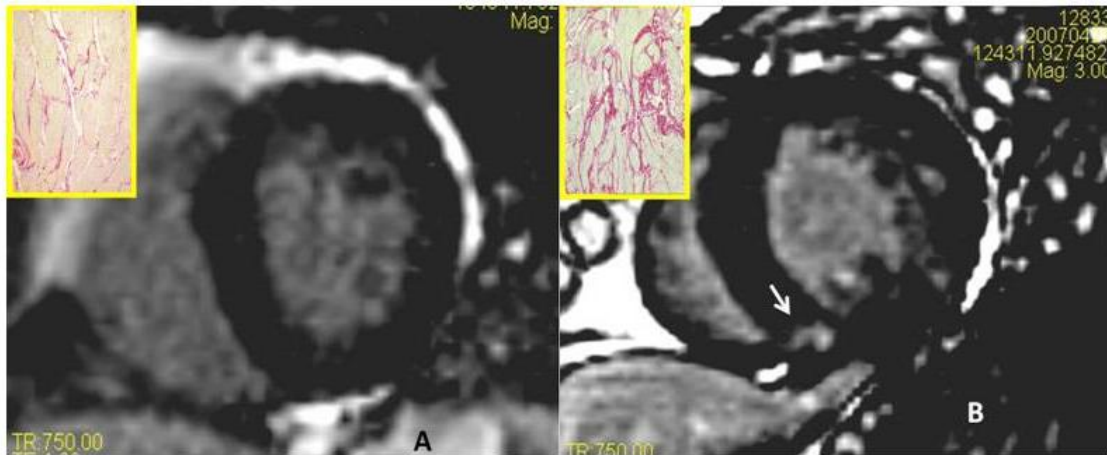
Imágenes representativas del estudio histomorfológico y de resonancia magnética cardiovascular de dos pacientes con estenosis aórtica, uno sin (A) y otro con áreas de realce tardío (B) con gadolinio.
